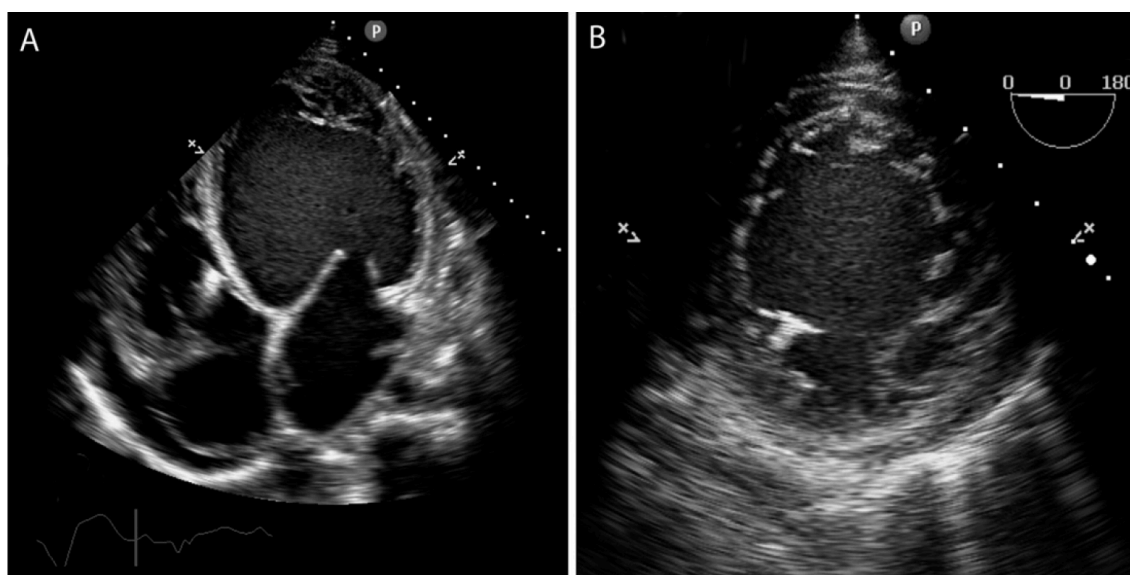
Panel A: ecocardiografía transtorácica, vista apical de cuatro cámaras, mostrando dilatación ventricular izquierda y trabeculaciones múltiples con recesos endomiocárdicos profundos en el ápex y la pared lateral. Panel B: ecocardiografía transesofágica vista transgástrica demostrando hipertrabeculación.
